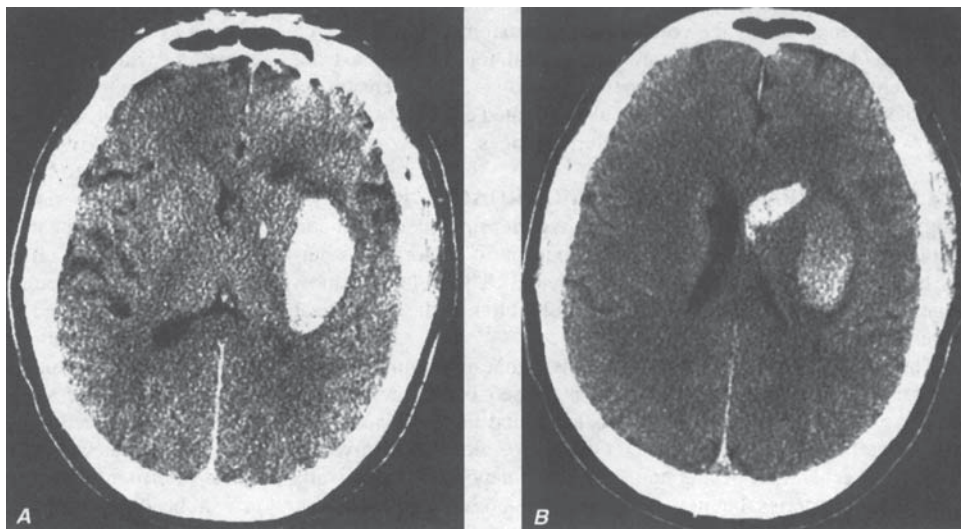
Debut brusc cu hemipareză. Examenul TC transaxial prin regiunea ganglionilor bazali evidențiază un hematom la nivelul putamenului stâng, cu extensie în cornul frontal stâng al ventriculului lateral (B). Aceasta este o hemoragie hipertensivă tipică.
